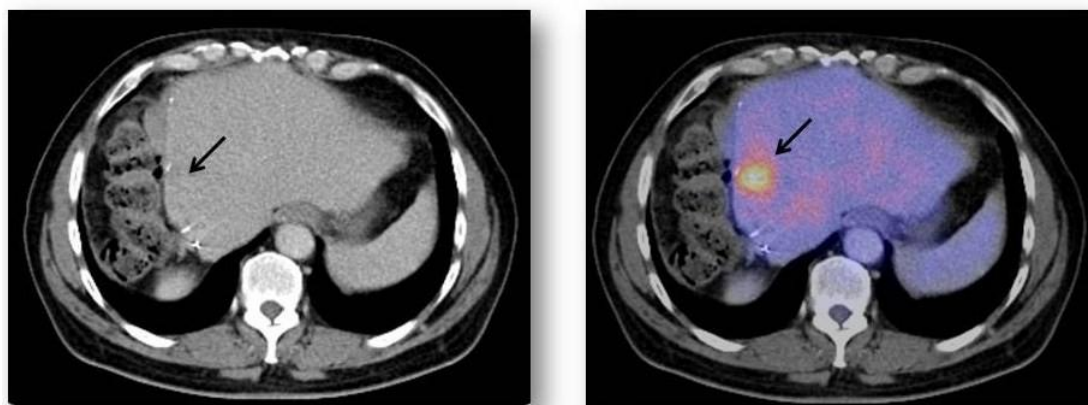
Recidiva local post hepatectomía derecha no objetivada por TC (flecha izquierda) y visible en la secuencia de PET/TC (flecha derecha)
